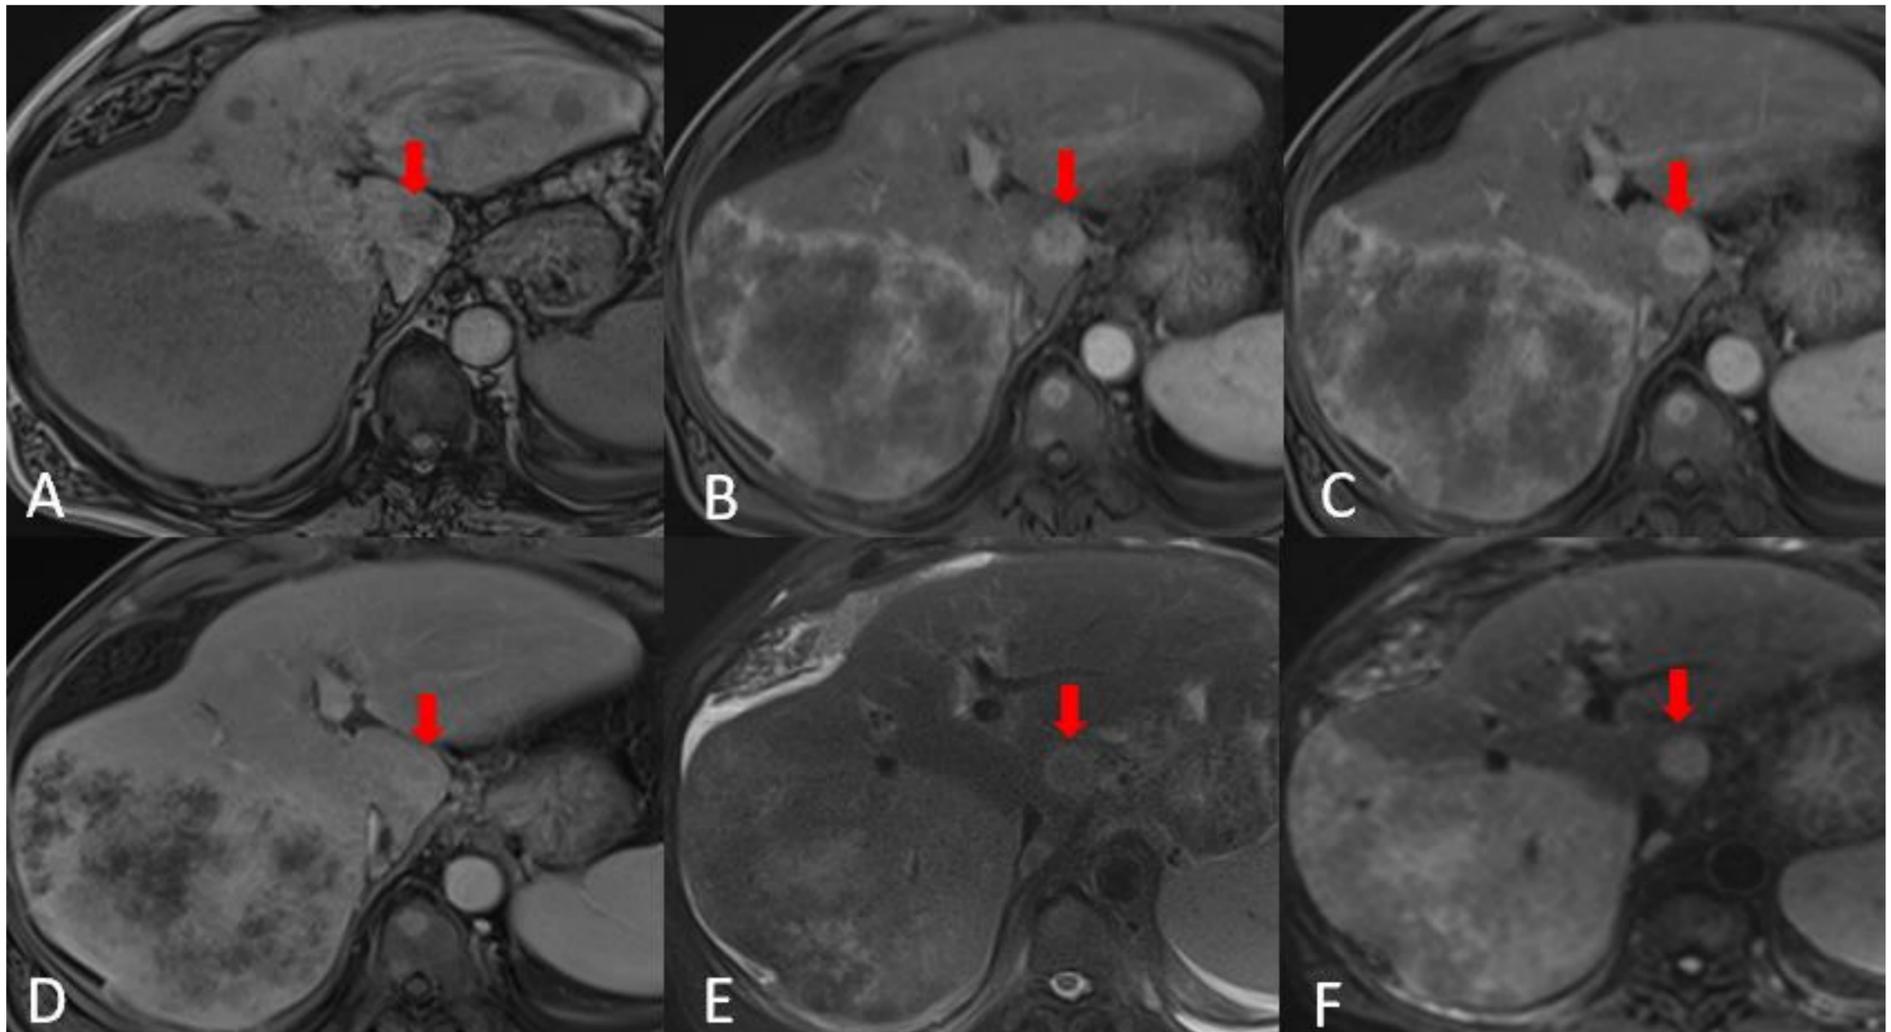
Estudio dinámico para estudio de lesión focal hepática. RM con contraste extracelular. Secuencias T1 preadministración de contraste (A), en fase arterial (B), portal (C) y tardía (D), así como secuencias T2 (E) y difusión (F). Hígado de bordes lobulados, con hipertrofia del caudado por hepatopatía crónica. Se aprecia una gran masa en lóbulo hepático derecho, de bordes lobulados, marcadamente heterogénea y con retracción capsular. Presenta una señal heterogénea en T2 (sutilmente hiperintensa), con focos parcheados de restricción en difusión. En estudio dinámico se aprecia realce periférico arterial con hipointensidad central, que se rellena progresivamente en fases tardías, lo que sugiere un comportamiento fibrótico. Los hallazgos sugieren colangiocarcinoma intrahepático. Existen múltiples lesiones nodulares dispersas por el resto del parénquima, señalando la localizada en lóbulo caudado (flecha roja), con idéntico comportamiento que la lesión descrita, sugestiva de nódulo satélite.
